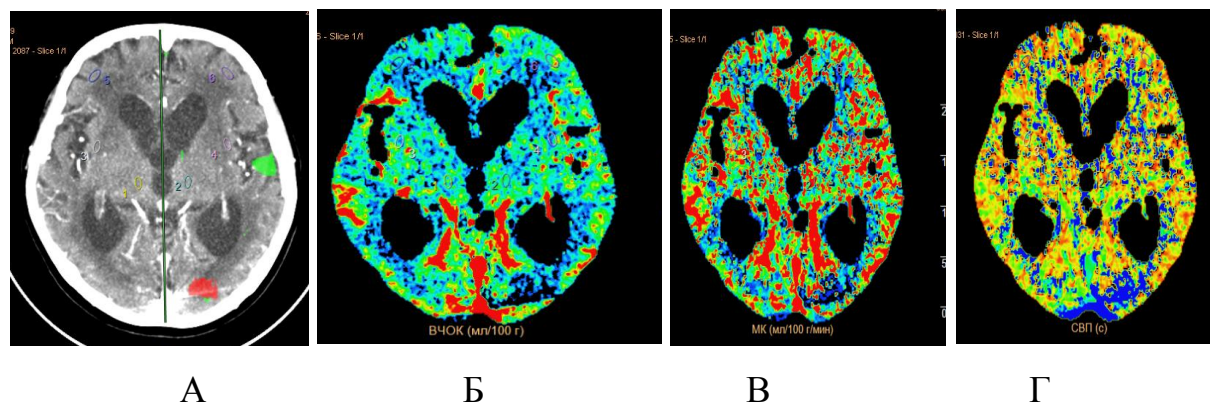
Перфузионная СКТ пациентки О. через 30 суток после операции. Исследование выполнено на уровне базальных ядер. Картирование зон сниженного ВЧОК (отмечено зеленым) и сниженных ВЧОК и МК (отмечено красным) в левом полушарии (А). Области измерения значений ВЧОК, МК и СВП: 1,2 — таламусы, 3,4 — скорлупа. ВЧОК — карта (Б). МК — карта (В). СВП — карта (Г)
